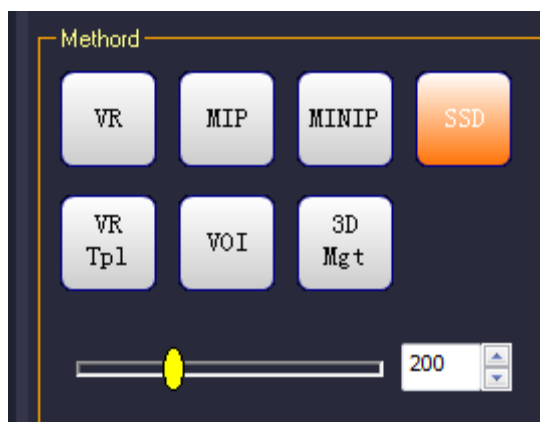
Configure КТ тройной
